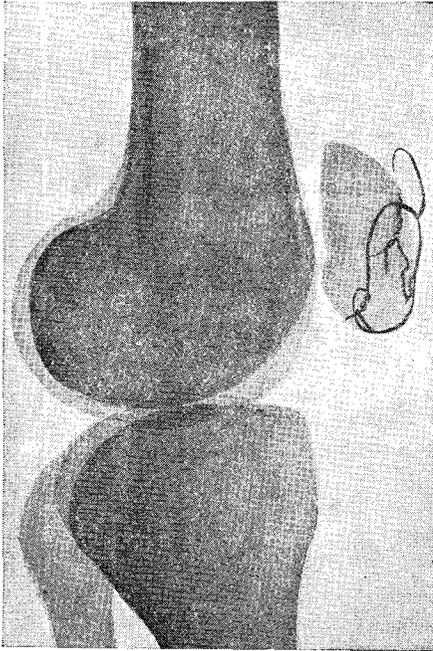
На рентгенограмме определяется хорошее стояние отломков и наличие костной мозоли
